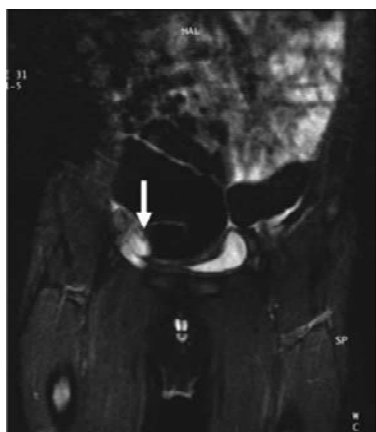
Coronal T2-weighted magnetic resonance imaging shows a right abdominal testis (arrow) just lateral to the bladder.
